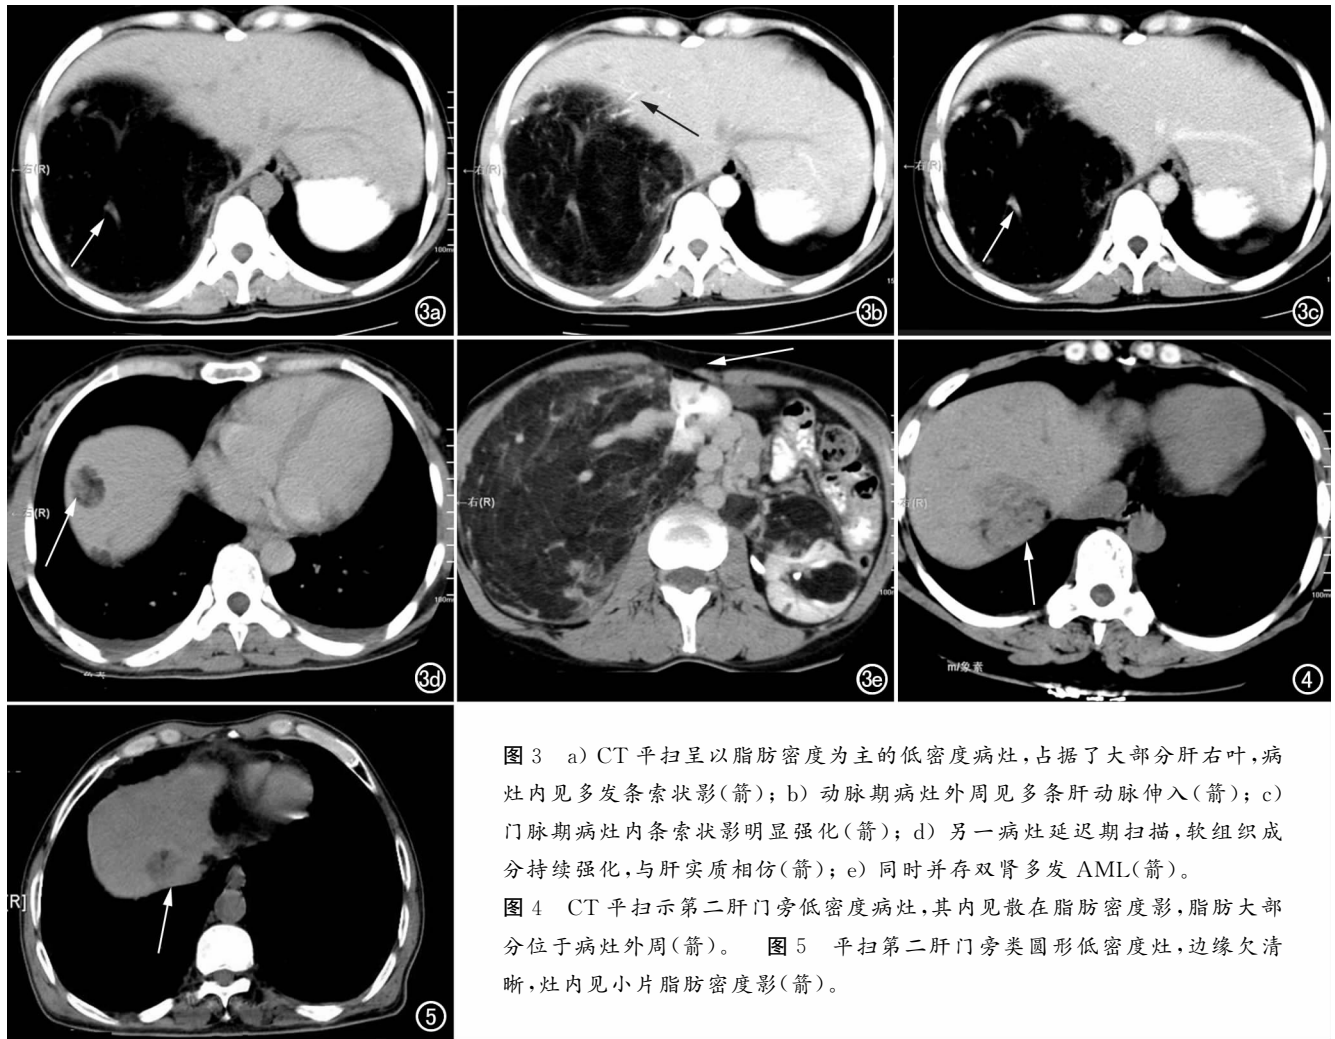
a) CT 平扫呈以脂肪密度为主的低密度病灶,占据了大部分肝右叶,病灶内见多发条索状影(箭);b) 动脉期病灶外周见多条肝动脉伸入(箭);c) 门脉期病灶内条索状影明显强化(箭);d) 另一病灶延迟期扫描,软组织成分持续强化,与肝实质相仿(箭);e) 同时并存双肾多发 AML(箭)。
